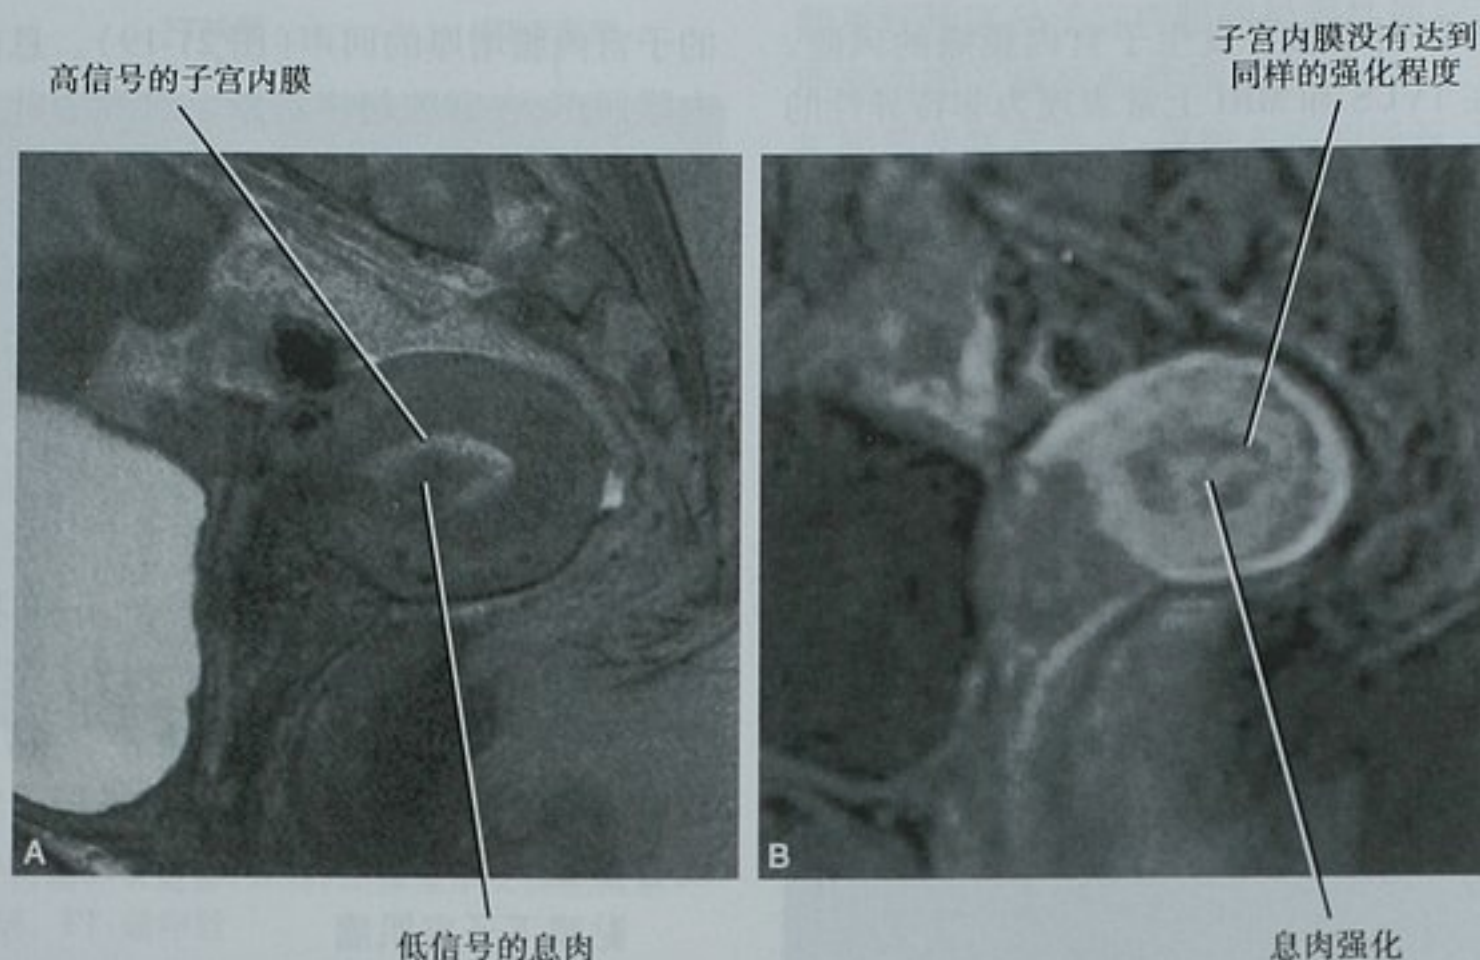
子宫内膜息肉的 MRI 图像。A. 矢状位 T2WI 显示子宫内膜腔内的局灶性病灶,其信号较邻近子宫内膜低;B. 矢状位 T1WI 增强早期图像显示病灶的强化
